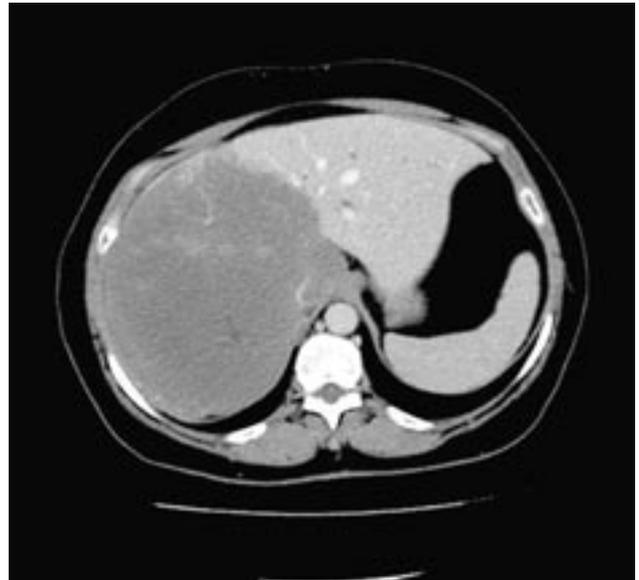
Компьютерная томограмма, аксиальная проекция, венозная фаза сканирования: альвеококкоз печени с поражением правой доли и сегмента S4 левой доли. Нижняя полая вена циркулярно окружена патологическими массами, ее просвет резко сужен и деформирован
